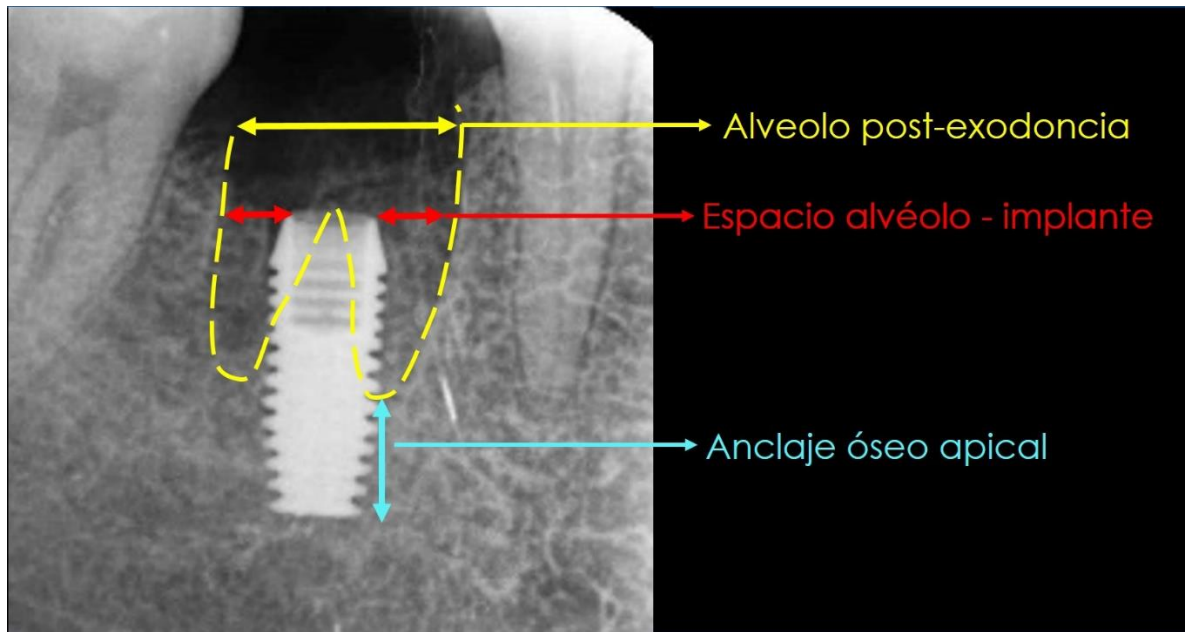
Colocación de implante dental inmediato, radiografía periapical de control tomada a los 15 días.
